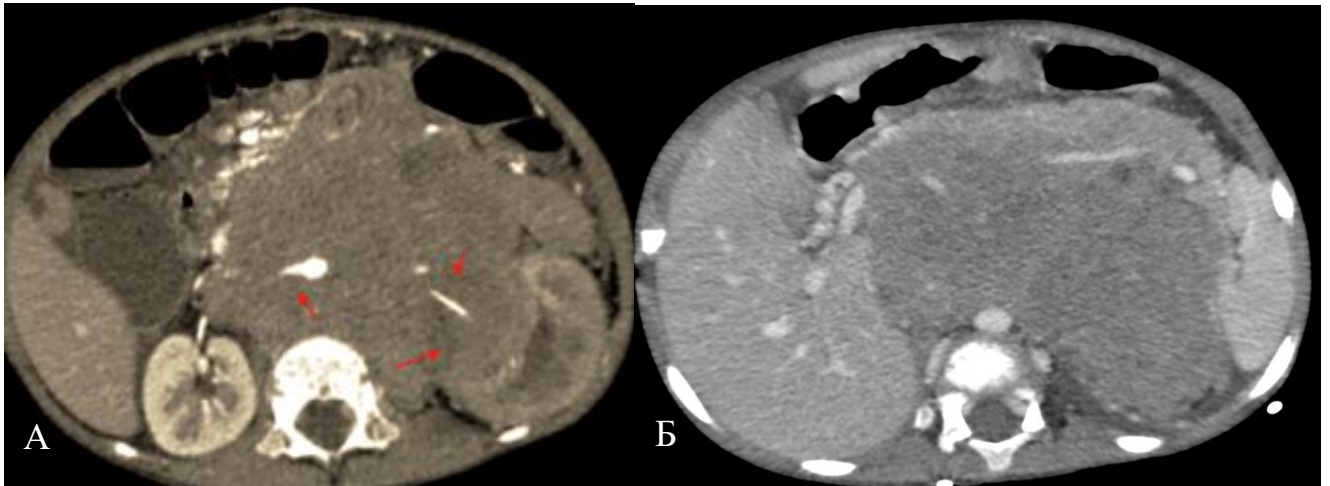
КТ пациента при поступлении. А: артериальная фаза контрастирования. Массивное образование забрюшинного пространства, пересекающее срединную линию, с вовлечением почечных артерий и чревного ствола (красные стрелки) Б: венозная фаза контрастирования. Вовлечение магистральных сосудов, брюшной аорты (желтые стрелки)
